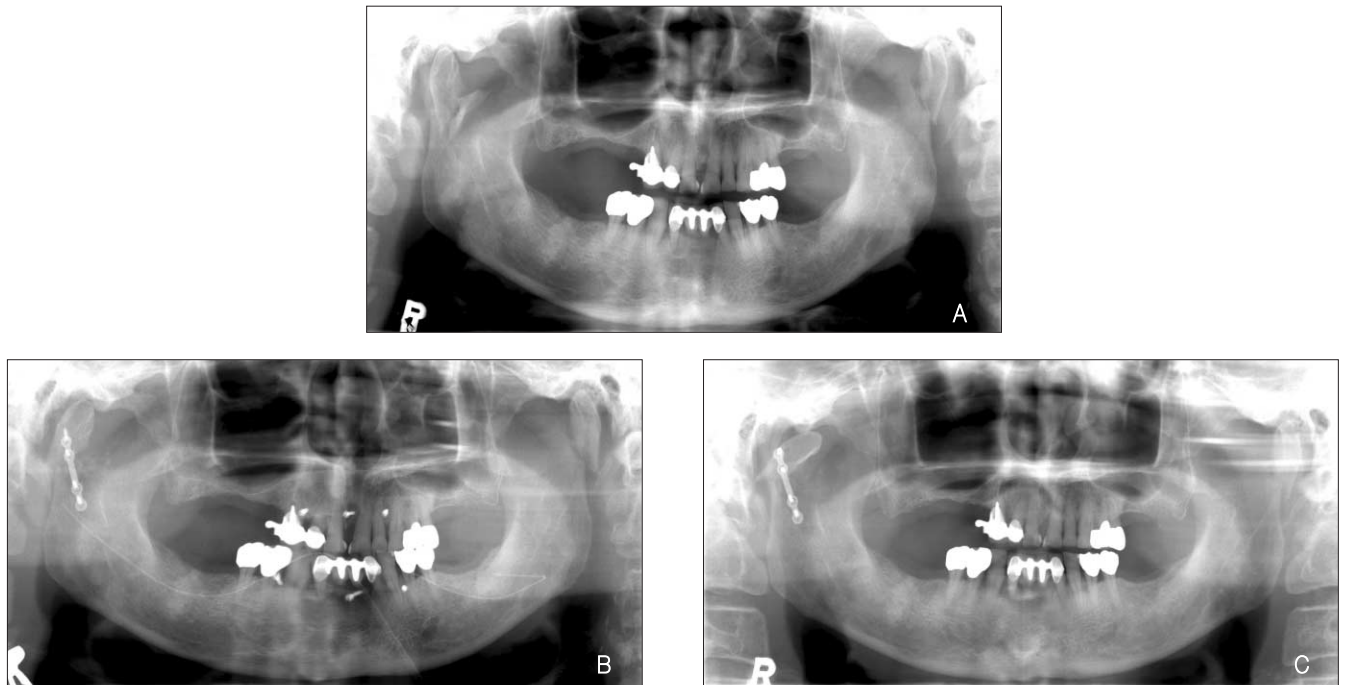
The panoramic radiograph of the right condylar fracture which showed deviation of fixed condyle during the follow up. (A: preoperative B: immediate post-operative view C: during the follow up)
